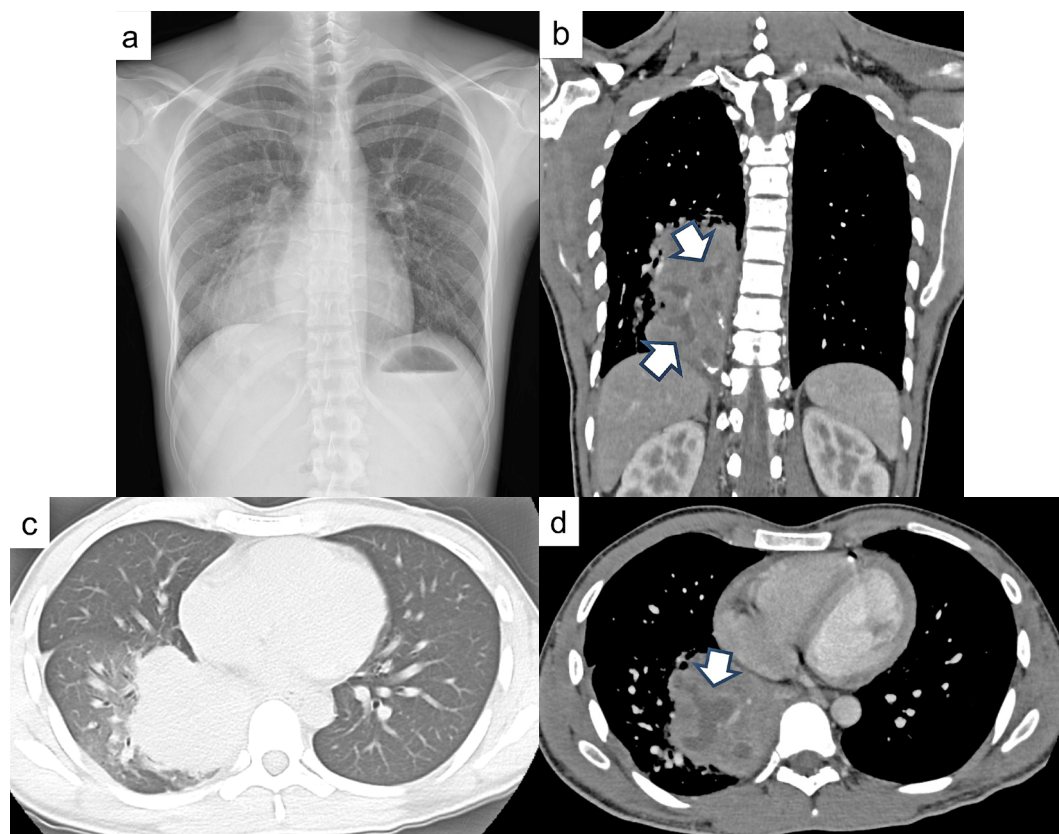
a) Chest X-ray showed an infiltrate in the right lower lung field. b), c), d) Chest CT showed a consolidation in the right lower lobe, with a club-shaped dilated bronchus containing mucus inside (arrows).
